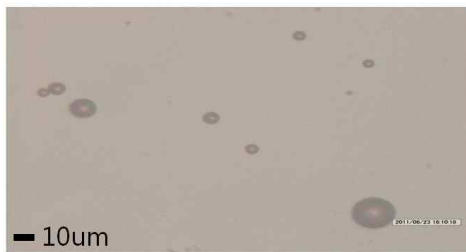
광학현미경을 통한 초음파 조영제의 크기 및 밀도 (Day 10)
